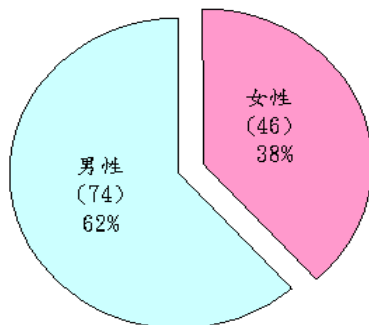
120 個 CT 檢查案例在性別上的分佈比例
